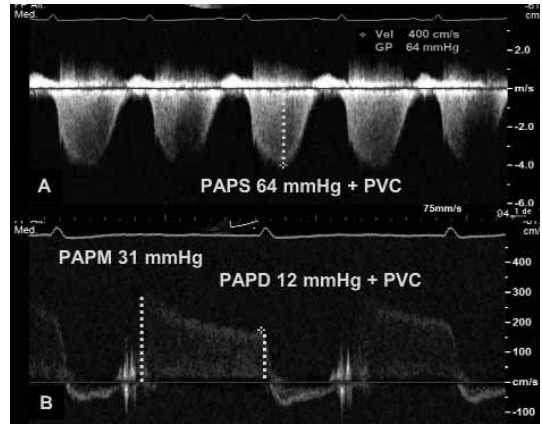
Estimación de las presiones arteriales pulmonares. A) registro con Doppler continuo de la insuficiencia tricuspídea, que nos permite calcular la presión arterial pulmonar sistólica. B) registro con Doppler pulsado de la insuficiencia pulmonar, lo que permite calcular la presión arterial pulmonar diastólica y la presión pulmonar arterial media a partir del gradiente telediastólico y del gradiente pico, respectivamente. PAPS: presión arterial pulmonar sistólica; PAM: presión arterial pulmonar media; PAD: presión arterial pulmonar diastólica; PVC: presión venosa central.
